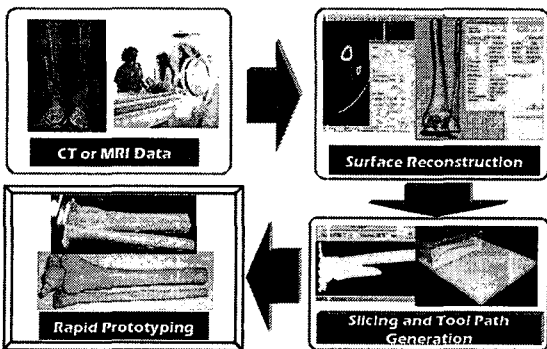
Manufacturing procedure of three dimensional parts using CT and MRI data
